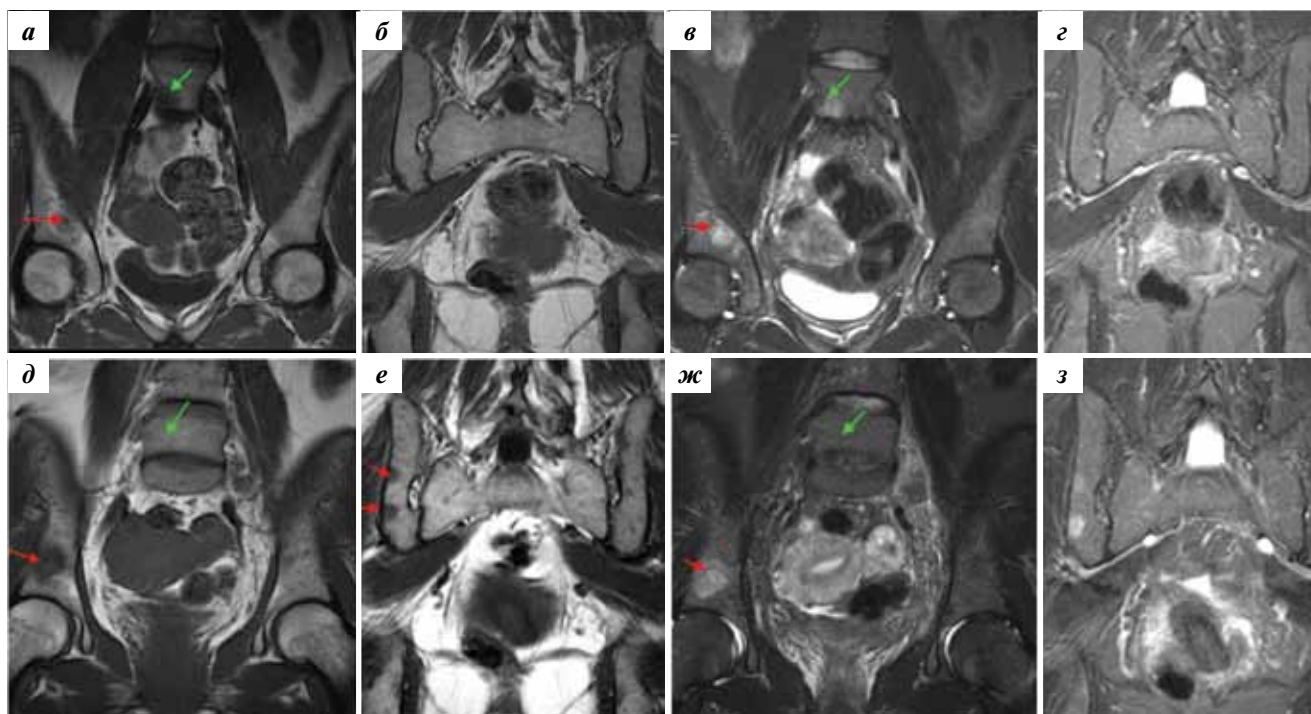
Прогрессирование костных изменений. На МРТ в режиме STIR и T1-ВИ до ПХТ (а, б, в, з) и после ПХТ (д, е, ж, з) отмечается исчезновение очага в теле L5 позвонка (зеленые стрелки), увеличение размеров очага в теле правой подвздошной кости и появление новых очагов в задних отделах крыла правой подвздошной кости (красные стрелки)
